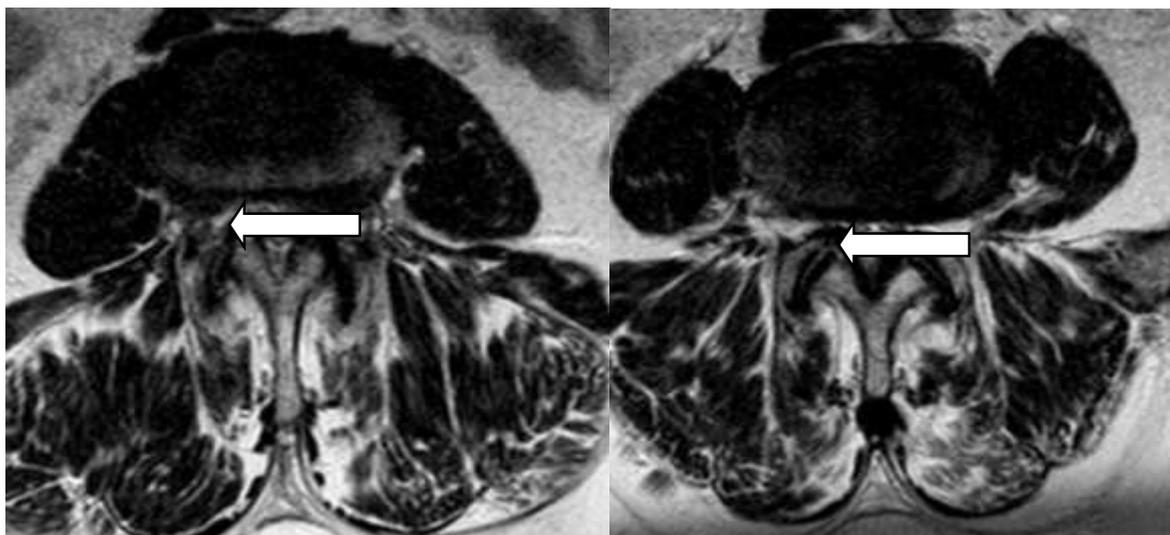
МРТ стеноза позвоночного канала, отмечено стрелкой (И/б 5671/C2020)
